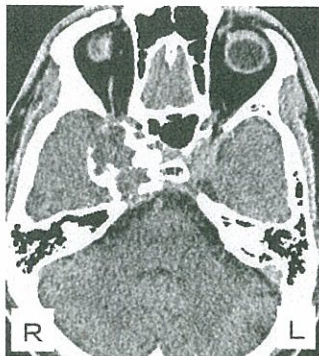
術前CT。右海绵体静脈洞部に最大径4cmの石灰化を伴う腫瘍が認められる。
